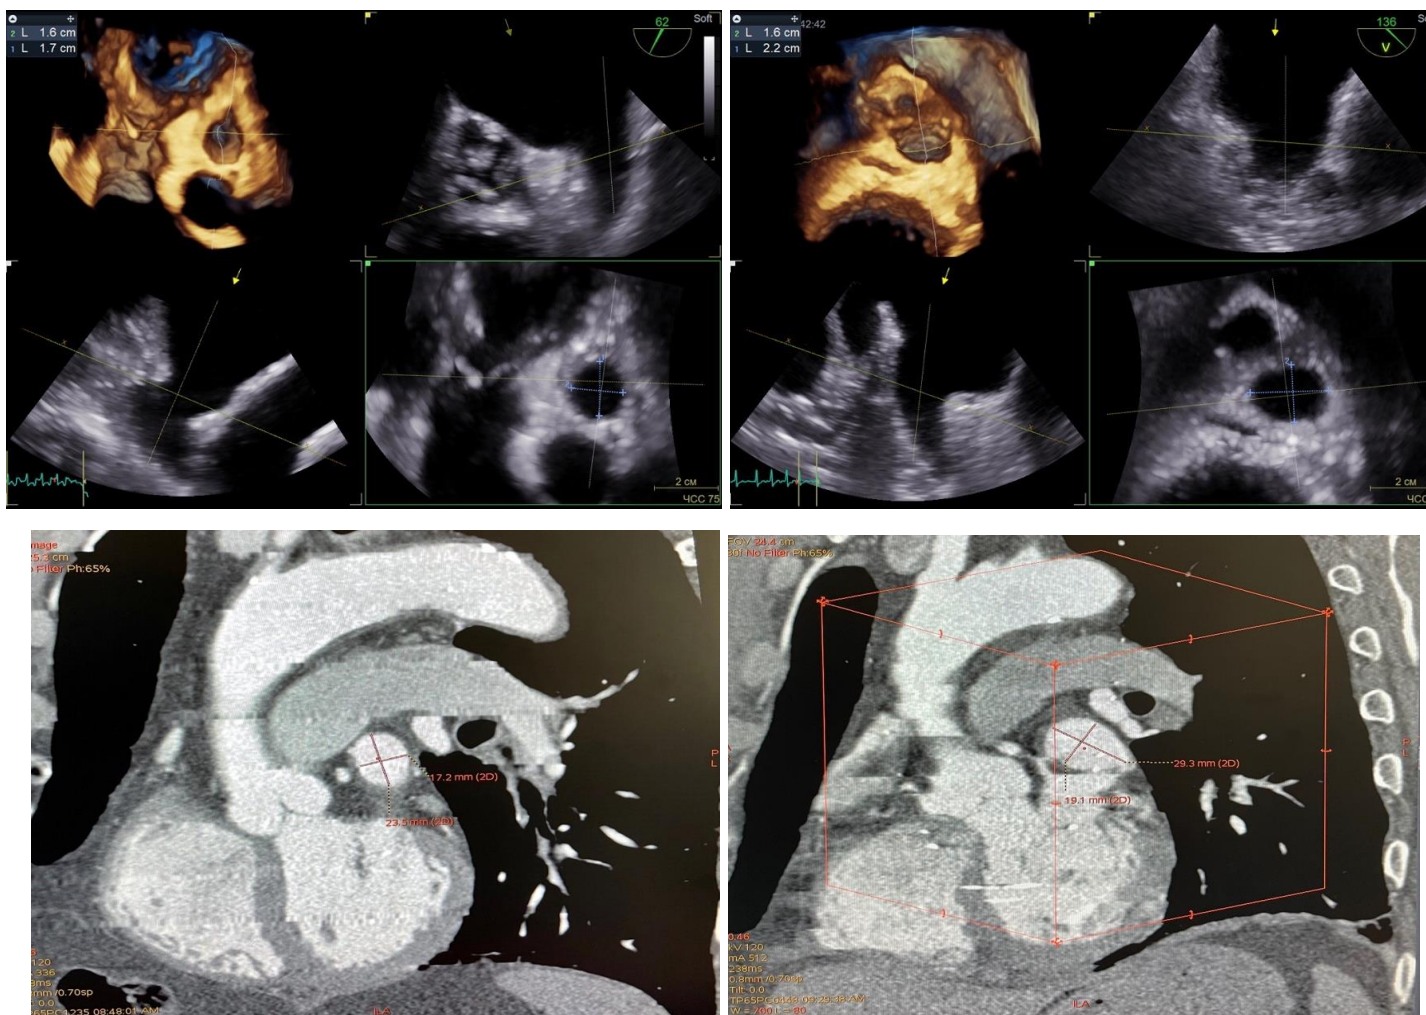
Демонстрация степени овальности основания ушка по данным 3D чреспищеводной эхокардиографии (вверху) и компьютерной томографии с контрастированием (внизу): на левых изображениях основание ушка левого предсердия имеет округлую форму, на правых – овальную
